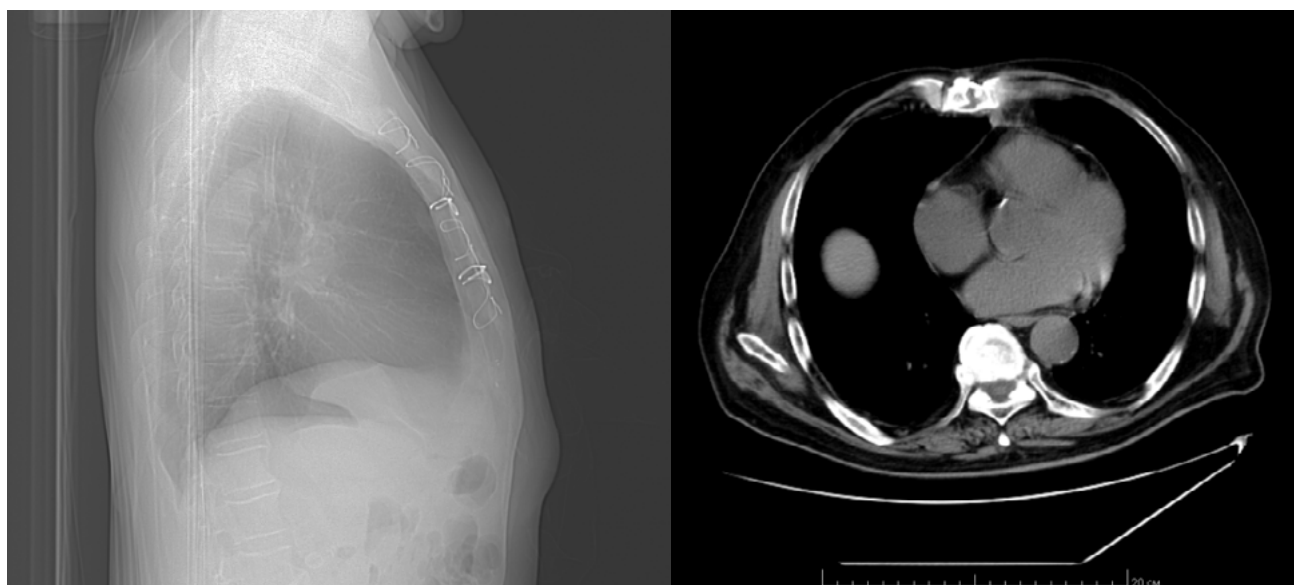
КТ органов грудной клетки
